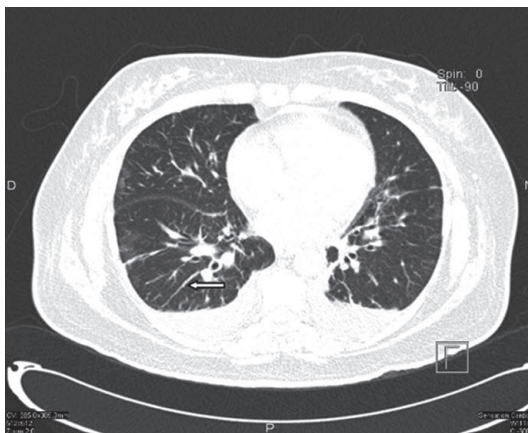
TAC mostrando engrosamiento de los septos interlobulares (flechas blancas), y opacidades en vidrio esmerilado (flecha negra)
